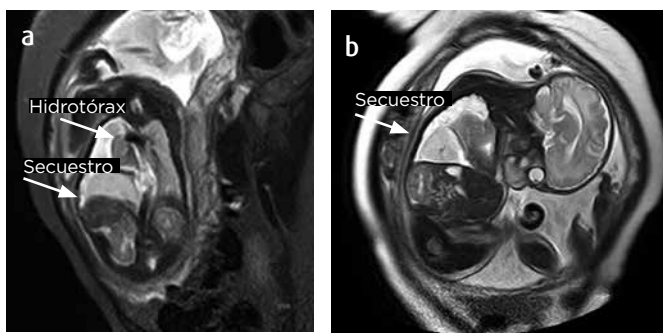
Paciente de 24,5 semanas de gestación. RM a) STIR sagital: Derrame pleural izquierdo (flecha corta), disminución del volumen pulmonar ipsilateral con diámetros de 3,5 cm × 2,75 cm × 2,85 cm y volumen de 14,6 cm³, en relación con hipoplasia pulmonar. b) Con información T2 coronal: Masa infradiaphragmática derecha en el aspecto inferior y lateral que muestra señal de intensidad similar a los pulmones (flecha larga), mide 4,4 cm × 2,3 cm × 4,7 cm, volumen de 24 cm³ con vaso nutricio proveniente de la aorta en relación con secuestro pulmonar extralobar.
